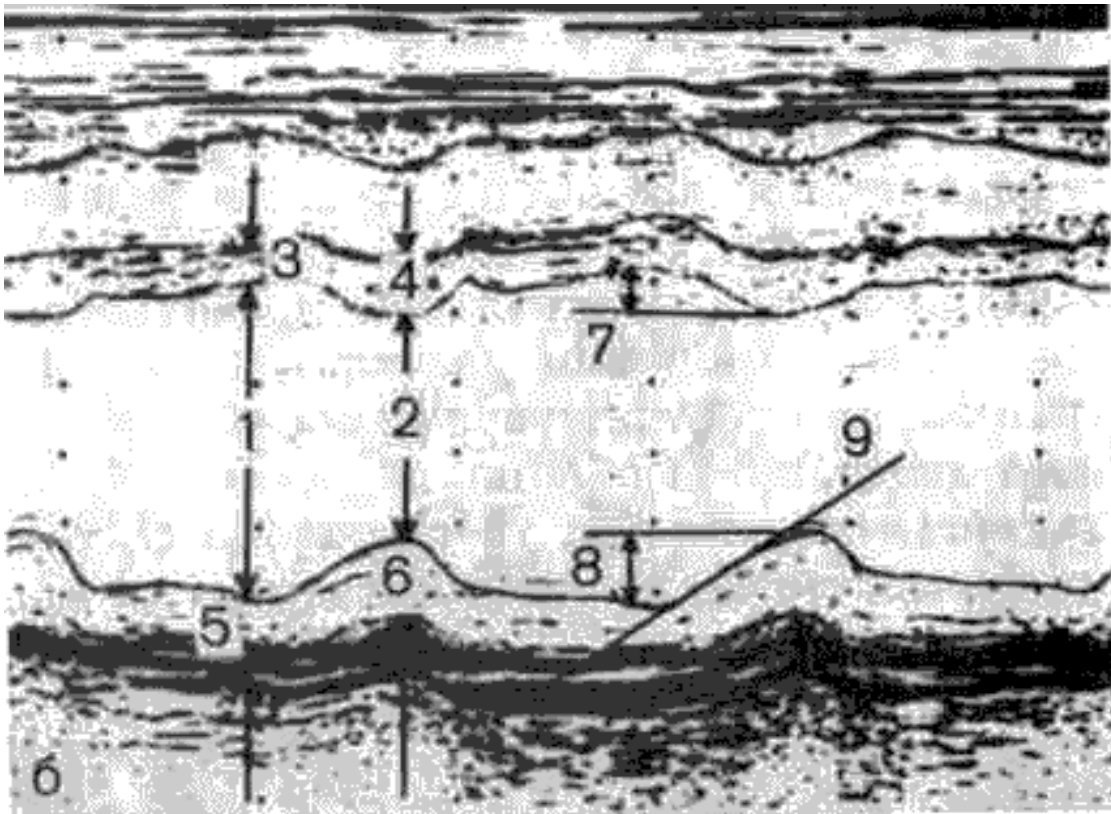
Эхокардиография в режиме «М»
